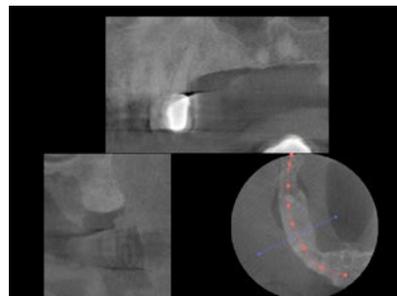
TAC intraoperatoria.
